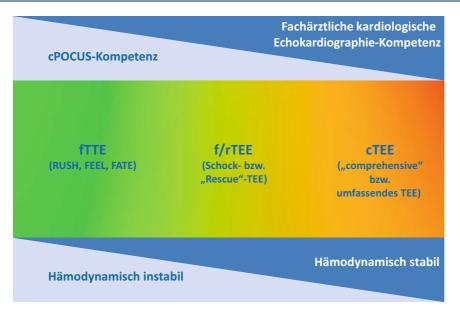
▲ Echokardiographiemodalitäten in der Klinischen Akut- und Notfallmedizin in Abhängigkeit von der fachlichen Kompetenz und der hämodynamischen Situation. *cPOCUS* "cardiac point of care ultrasound", *cTTE* "comprehensive" bzw. umfassende transösophageale Echokardiographie, *RUSH* "rapid ultrasound for shock and hypotension", *FATE* "focused assessment with transthoracic echo", *FEEL* "focused echocardiographic evaluation in life support", *fTEE* fokussierte transösophageale Echokardiographie
